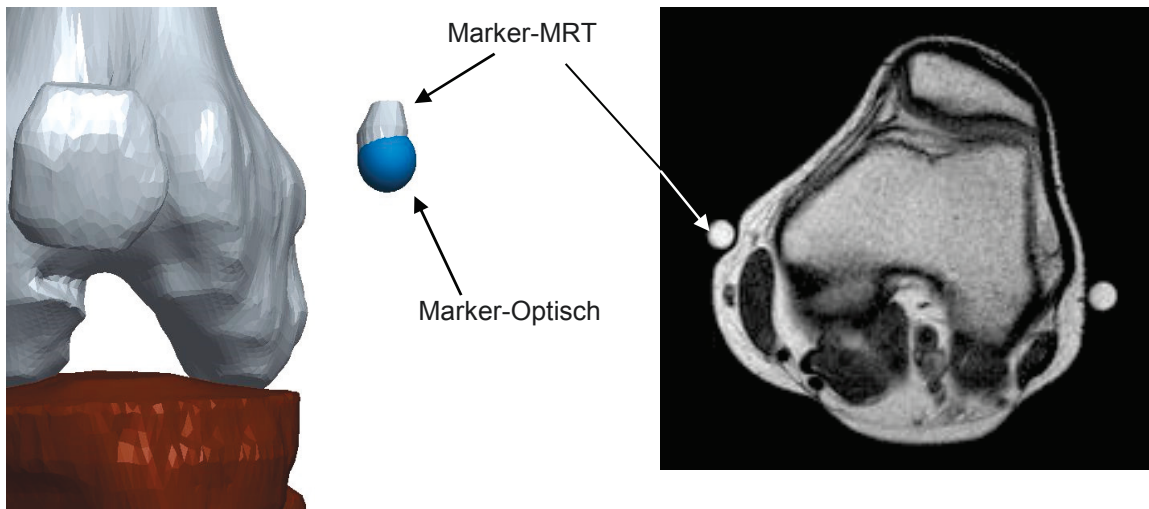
Positionierung der Extremitäten durch Überlappung der Position von optischen Markern mit der virtuellen Rekonstruktion der im MRT applizierten flüssigkeitsgefüllten Kapseln
